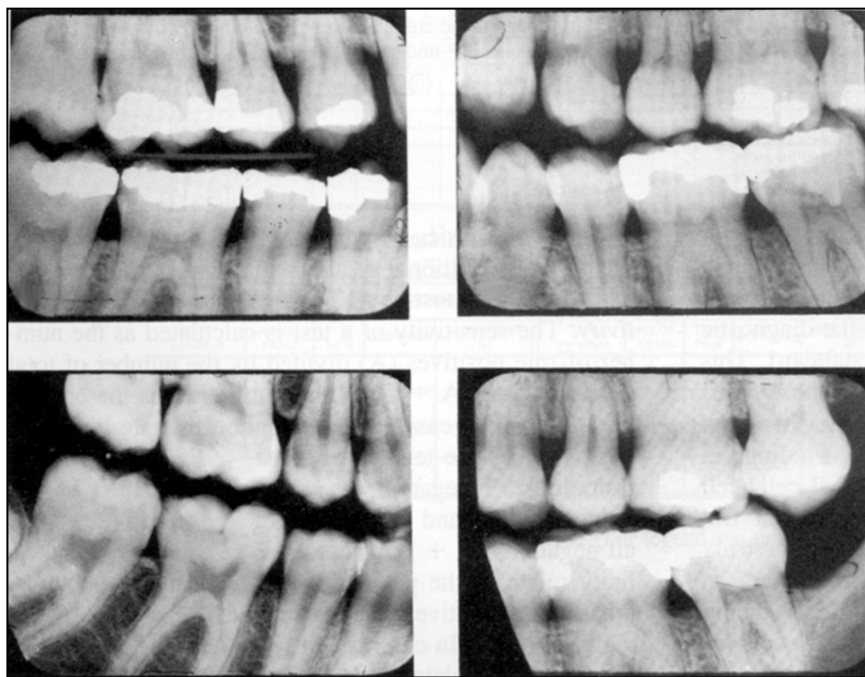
Leziunile carioase pot să fie diagnosticate radiografic ca o zonă de transparență în smalț sau dentină (*Roberson, TM; 2006*)
